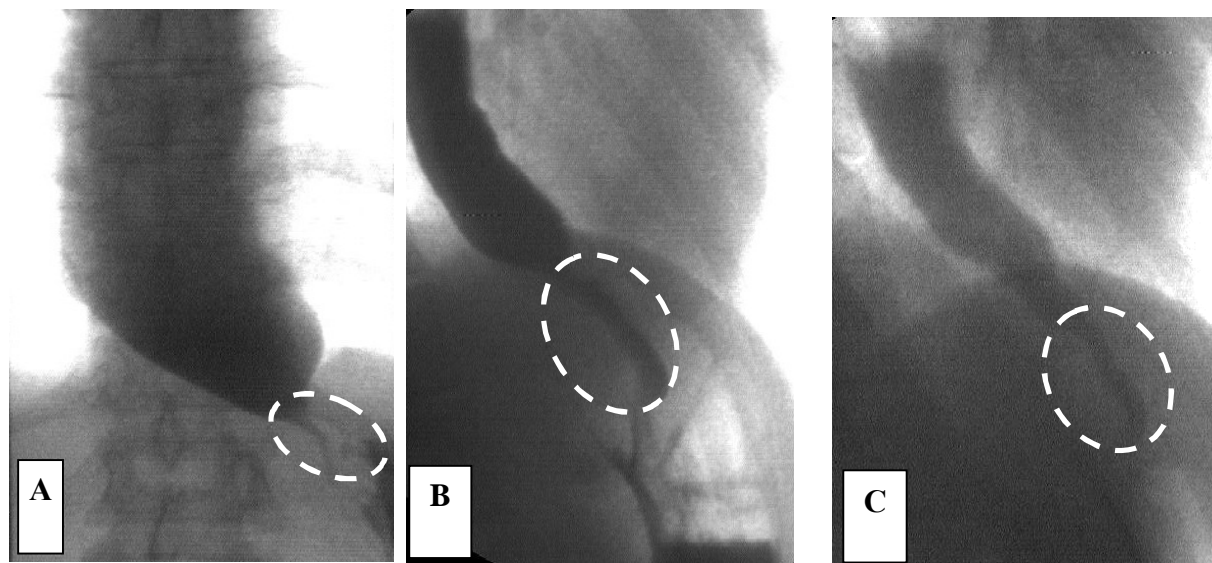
Рентгенограмма нижней трети пищевода, кардии и дна желудка у пациента 2-ой группы: А – до операции, В – через 6 месяцев, С – через 1 год после вмешательства. Диаметр кардии после операции увеличивался, проходимость её для контрастной взвеси улучшалась, диаметр пищевода над «искусственной кардией» уменьшался до нормальных значений через 6 месяцев после операции и оставался таковым во время исследования спустя год после оперативного лечения. Вид стоя.
